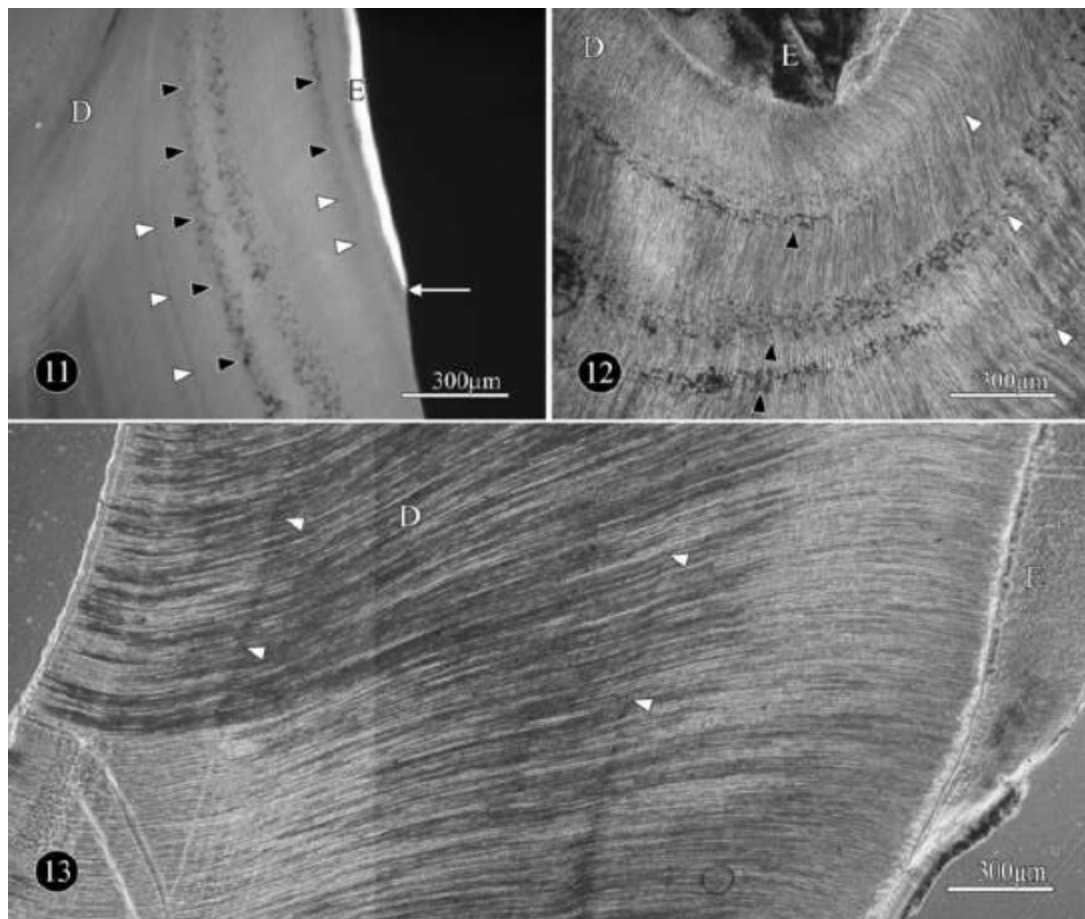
Microradiograph of an axiomesiodistally sectioned fluorotic mandibular fourth premolar of a roe deer. Hypomineralized dentin bands (white arrowheads) and areas of IGD (black arrowheads) are indicated. D: dentin; E: enamel; arrow: cervical enamel border.
